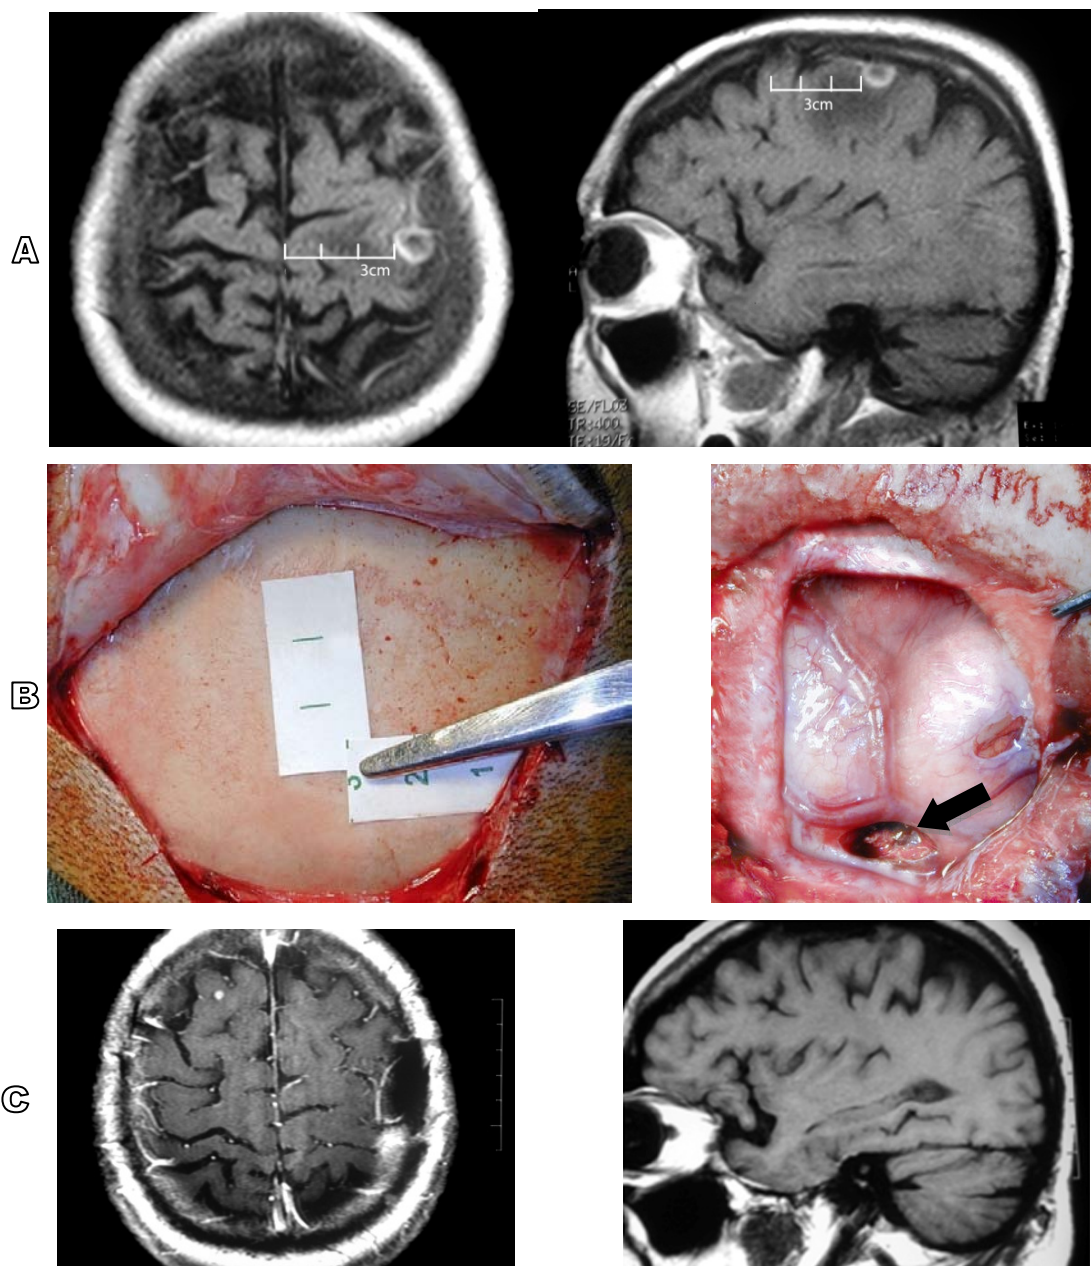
RNM em corte axial e sagital de paciente de 42 anos apresentando pequena metástase na região do giro pré-central (A). Planejamento da craniotomia baseado na relação da sutura coronária com as estruturas do lobo central. Neste caso a lesão se encontrava 3 cm posterior a sutura coronária e 3 cm lateral a linha média (B). Aspecto cirúrgico após ressecção da lesão (C). Corte axial e sagital de ressonância evidenciando ressecção completa da lesão. Paciente evoluiu sem déficit e não foi necessário o uso de métodos auxiliares.
